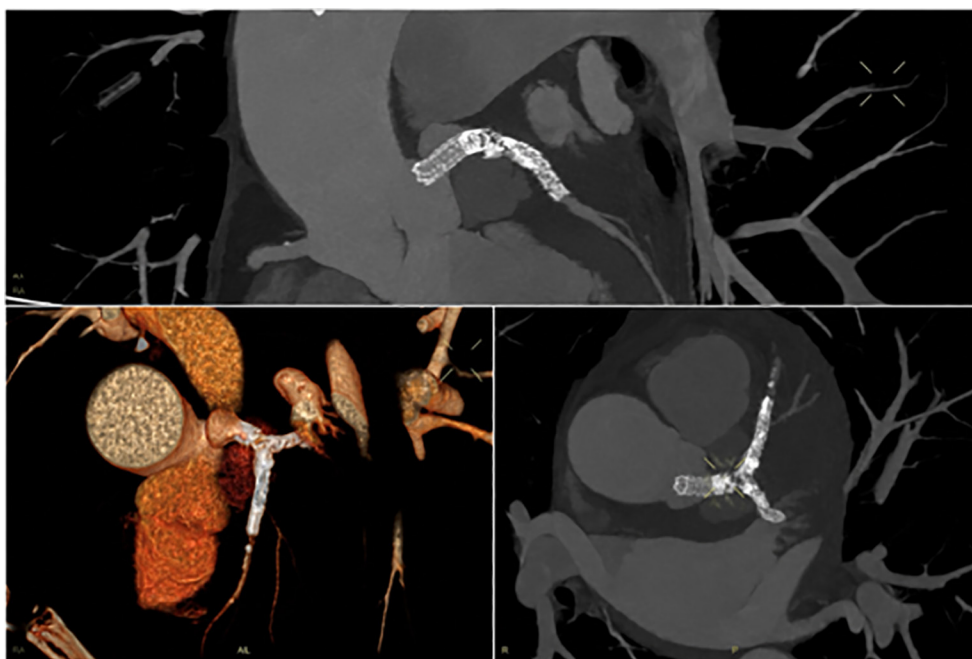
Angiotomografía coronaria que confirmó un pseudoaneurisma parcialmente trombosado con extensión hacia los segmentos proximales de la arteria descendente anterior y la arteria circunfleja
